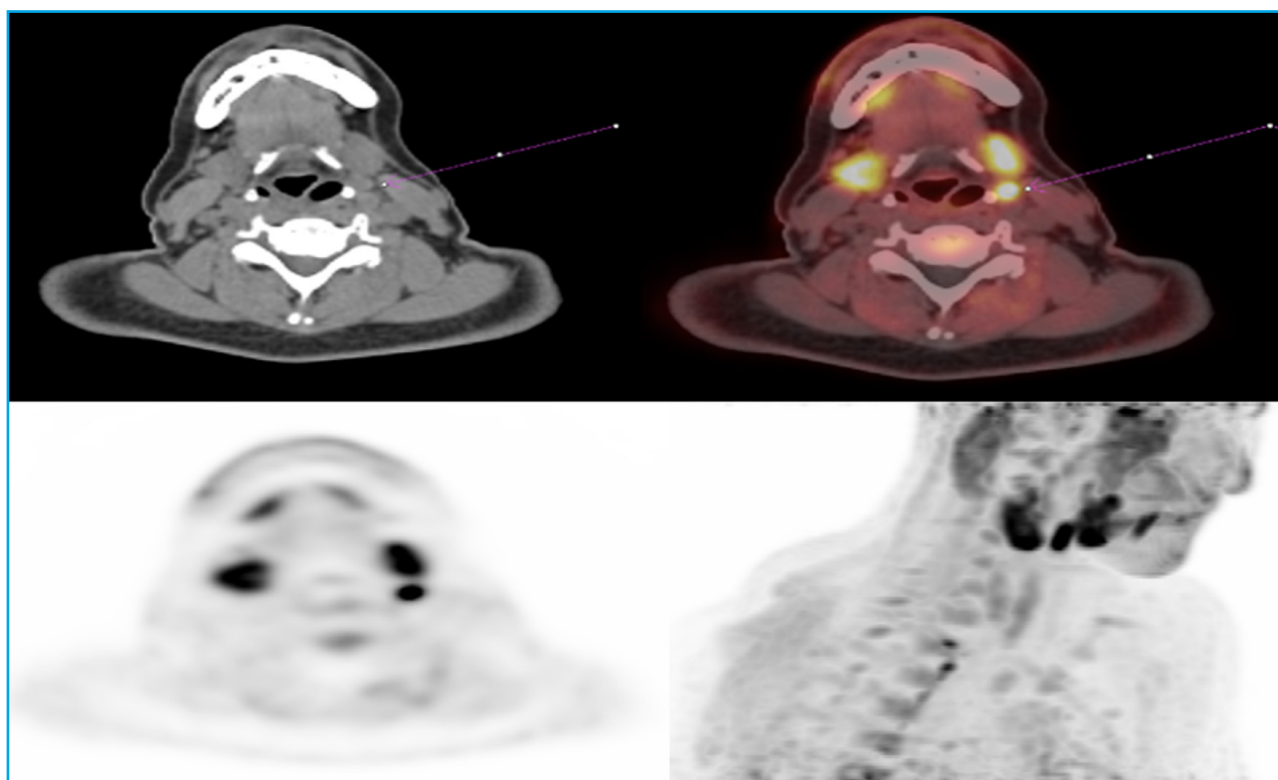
An elongated nodular lesion measuring approximately 6 mm × 6 mm × 14 mm (AP × T × CC) is identified in the left submandibular region at level IIA. The lesion is located posterior and inferior to the left submandibular gland, anterior to the vascular bundle, and medial to the sternocleidomastoid muscle. It appears hyperintense in the arterial phase, with intense ¹⁸F-choline uptake, suggestive of an ectopic parathyroid adenoma. No other lesions showing radiotracer uptake are identified. Physiological tracer uptake is observed in the bone marrow, salivary glands, and thyroid gland. SUVmax values were 20.9 immediately after injection, 15.8 at 20 minutes, and 15.9 at 60 minutes.
